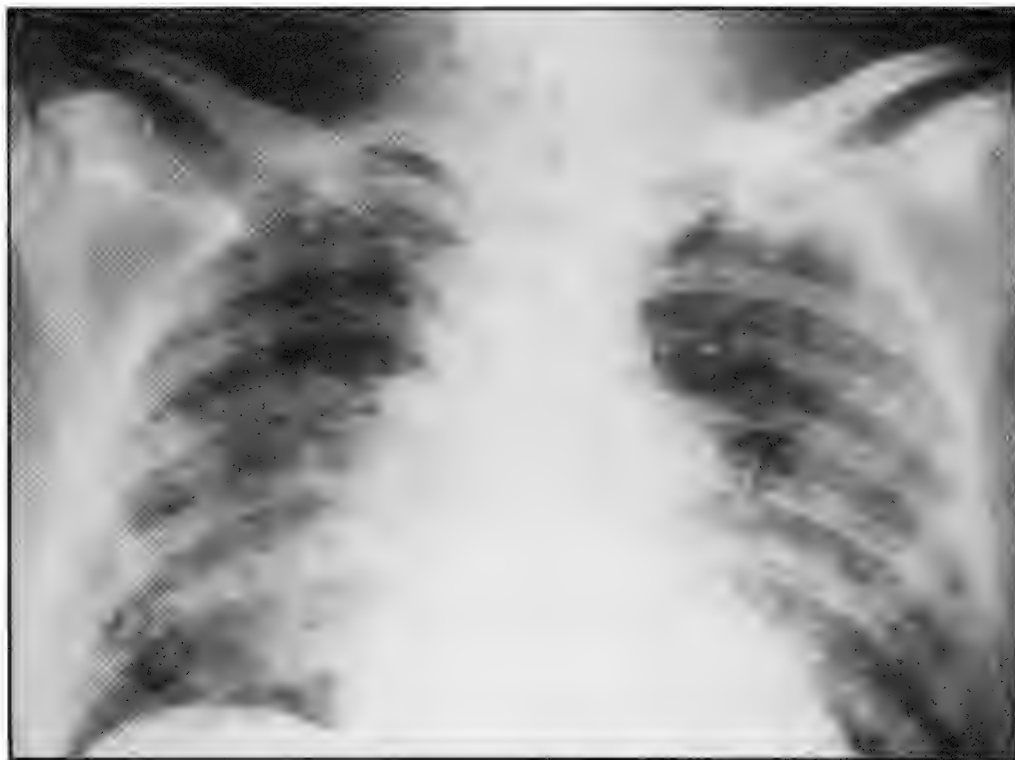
Radiographic appearances of acute pulmonary oedema, resembling adult respiratory distress syndrome, in a British patient with cerebral malaria
